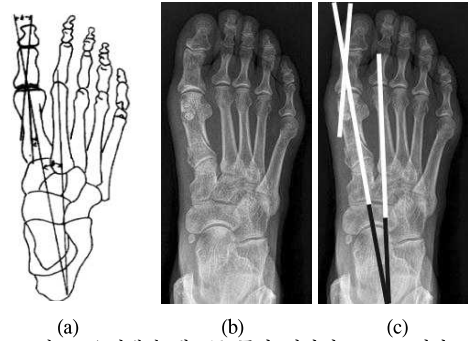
오버랩과 애드를 통한 정상인 X-Ray 영상
